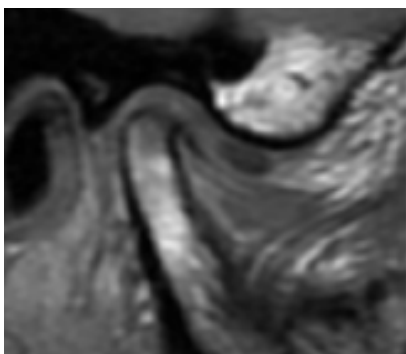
IRM en bouche fermée
